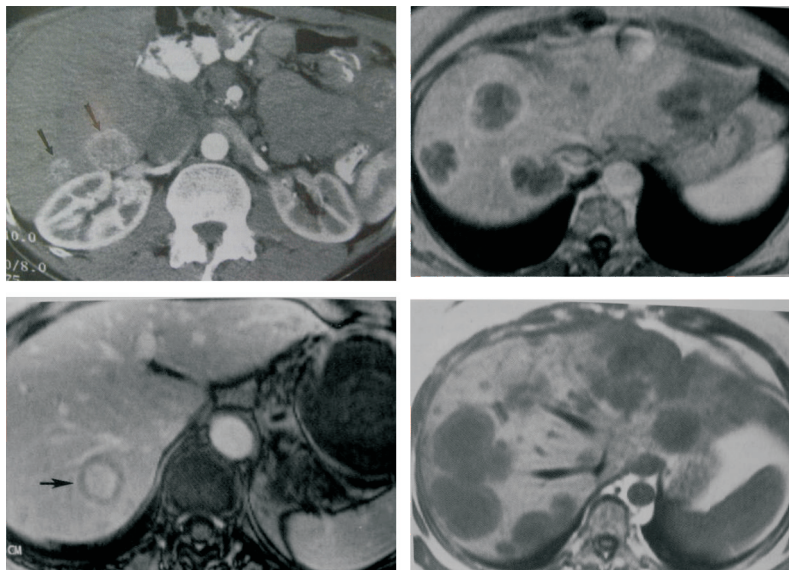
Tomografía axial computarizada de hígado con metástasis.
